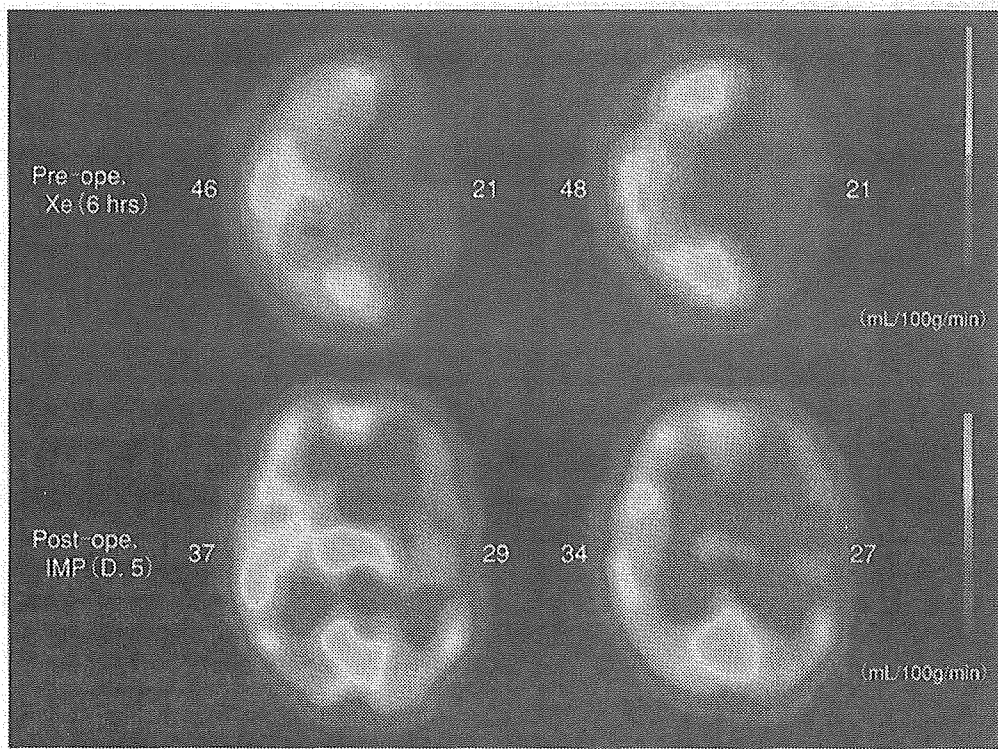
急性期バイパス手術により改善がみられた頭蓋内内頸動脈閉塞症例の脳血流 SPECT
